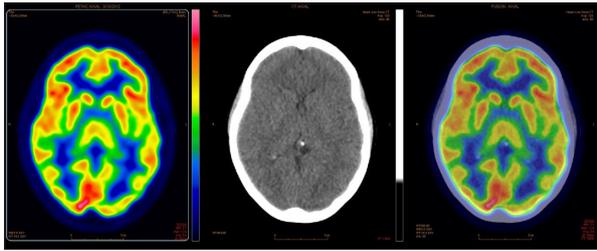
Coupe transverse d'un sujet contrôlé au PET-Scan 18-FDG
